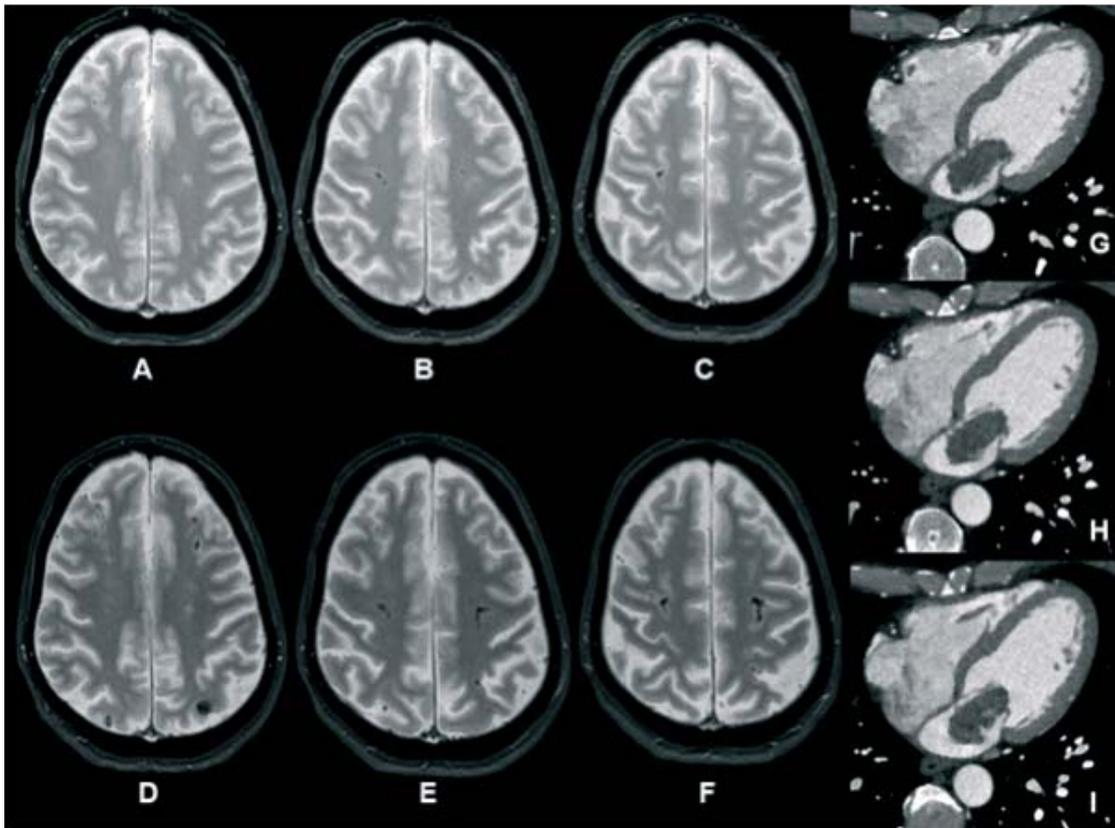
A.-F. Immagini Gradient Eco (GRE) assiali. A.-C. 2016; D.-F. 2017 con incremento dei microbleeds. G.-I. Cardio-TC 2017: mixoma atriale sinistro.
